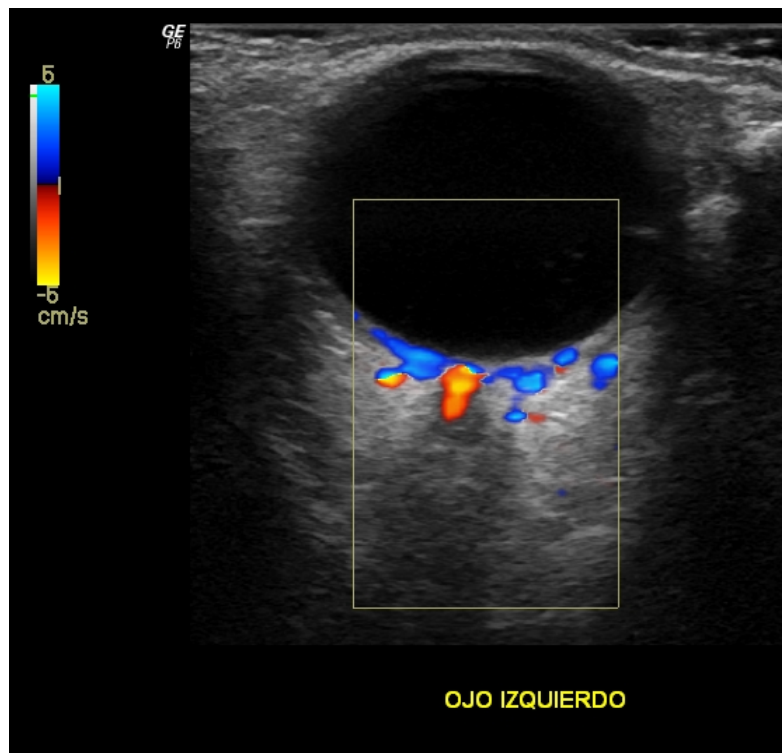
Estudio de ultrasonido con aplicación de Doppler color en donde se observa a la arteria central de la retina en la cabeza del nervio óptico
